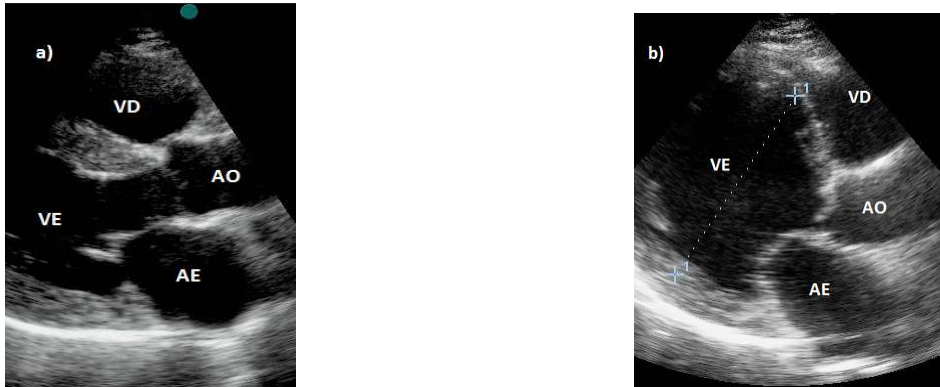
Ecocardiograma dum corte paraesternal- longitudinal do VE. Diâmetro normal (a) e dilatação do VE num doente com cardiomiopatia dilatada (b).
